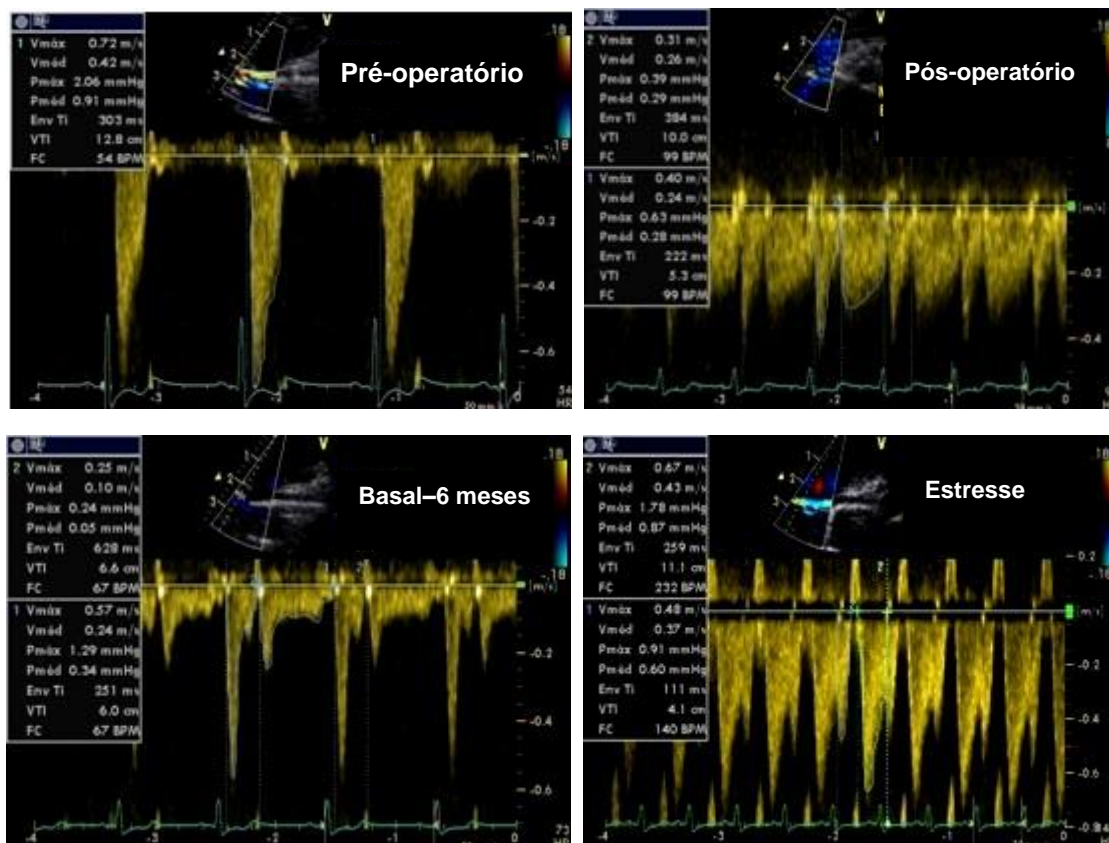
Doppler da artéria torácica interna (ATI) e da ATI anastomosada nos diversos momentos, conforme o percentual de fluxo diastólico em paciente do grupo II. No pré-operatório apenas com o componente sistólico, resultando em percentual de fluxo diastólico = 0%; No pós-operatório precoce com amplo percentual de fluxo diastólico = 71%; No exame basal 6 meses após a cirurgia (basal – 6 meses) há acomodação do componente diastólico, mas ainda é predominante e com percentual = 52%. O exame de 6 meses durante estresse com dobutamina evidencia aumento do componente diastólico, redução do sistólico e percentual diastólico = 73%.
